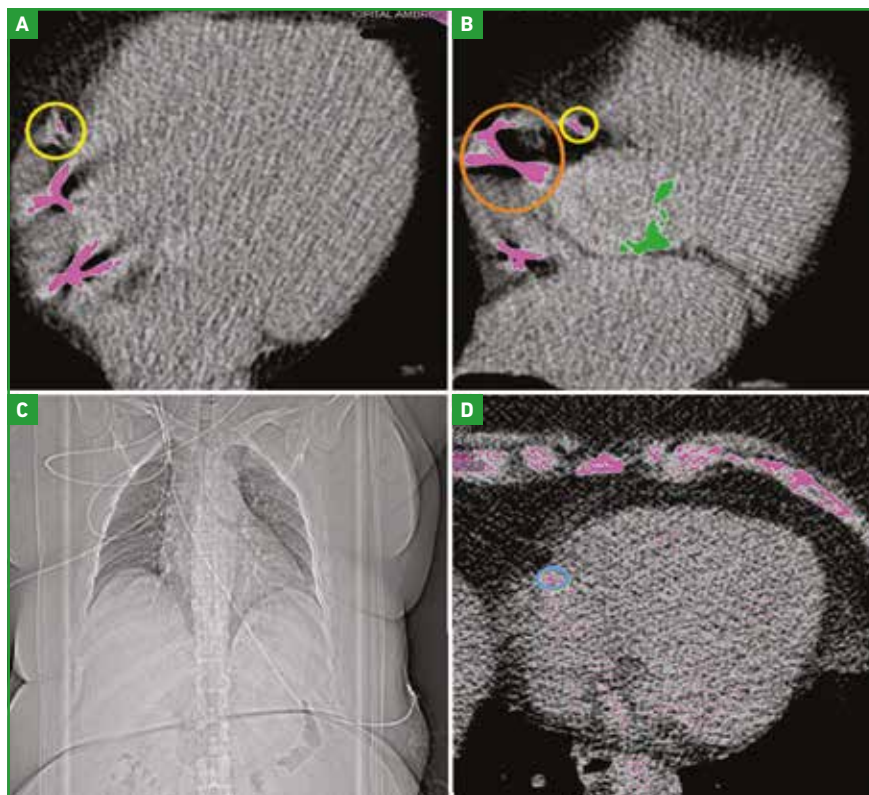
Images de score calcique coronaire illustrant l'effet de la fréquence cardiaque rapide sur la valeur du score calcique coronaire en raison du flou cinétique, avec un dédoublement de la calcification de la coronaire droite (A, cercle jaune), l'effet de la présence de sondes de pacemaker chez le même patient (B, cercle orange), l'effet du bruit se projetant en regard du segment 3 de la coronaire droite (D, cercle bleu) chez ce patient diabétique, obèse, comme en atteste la radiographie de thorax de face (C).
